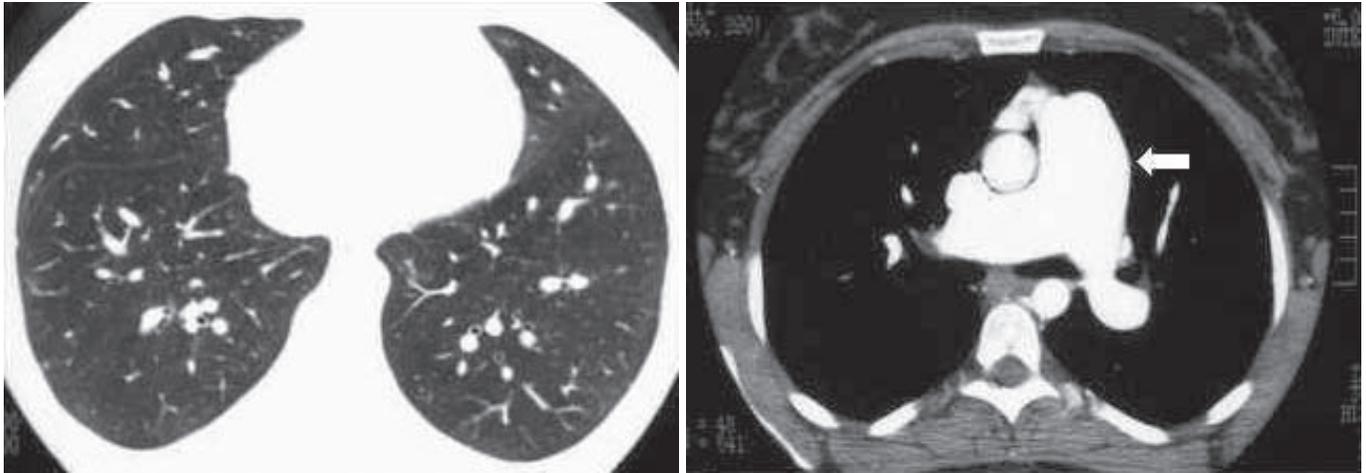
Tomografia de tórax mostrando sinais de hipertensão pulmonar, sem evidências de trombos: relação artéria/brônquio > 1 e dilatação do tronco da artéria pulmonar > 2,9cm (seta).
